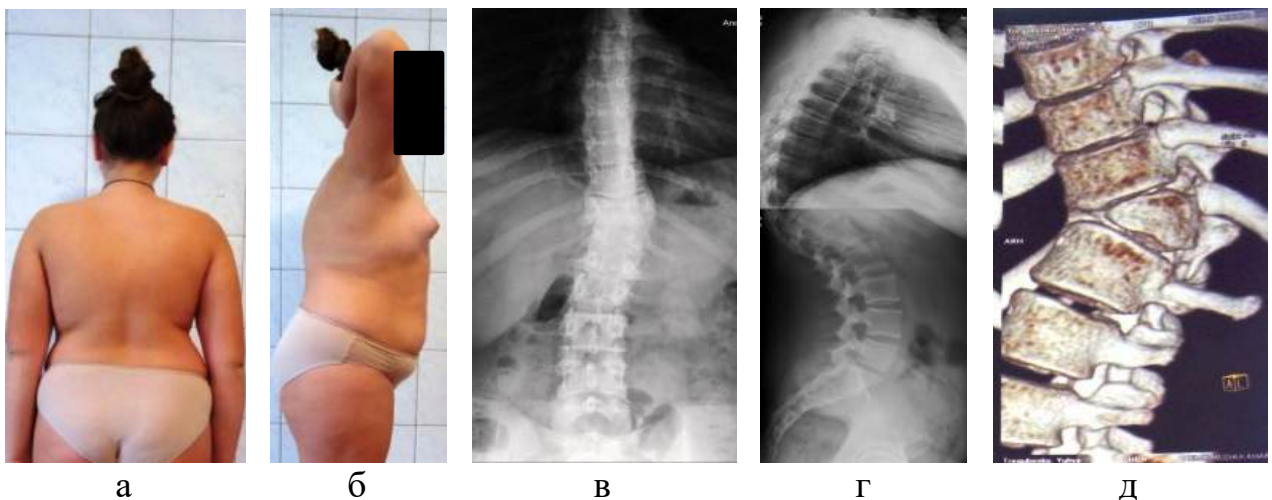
Зовнішній вигляду хворої Т. (а-б) та рентгенограми у передньо-задній (в), бічній (г) проекціях і комп'ютерної томограми (д) до хірургічного лікування
